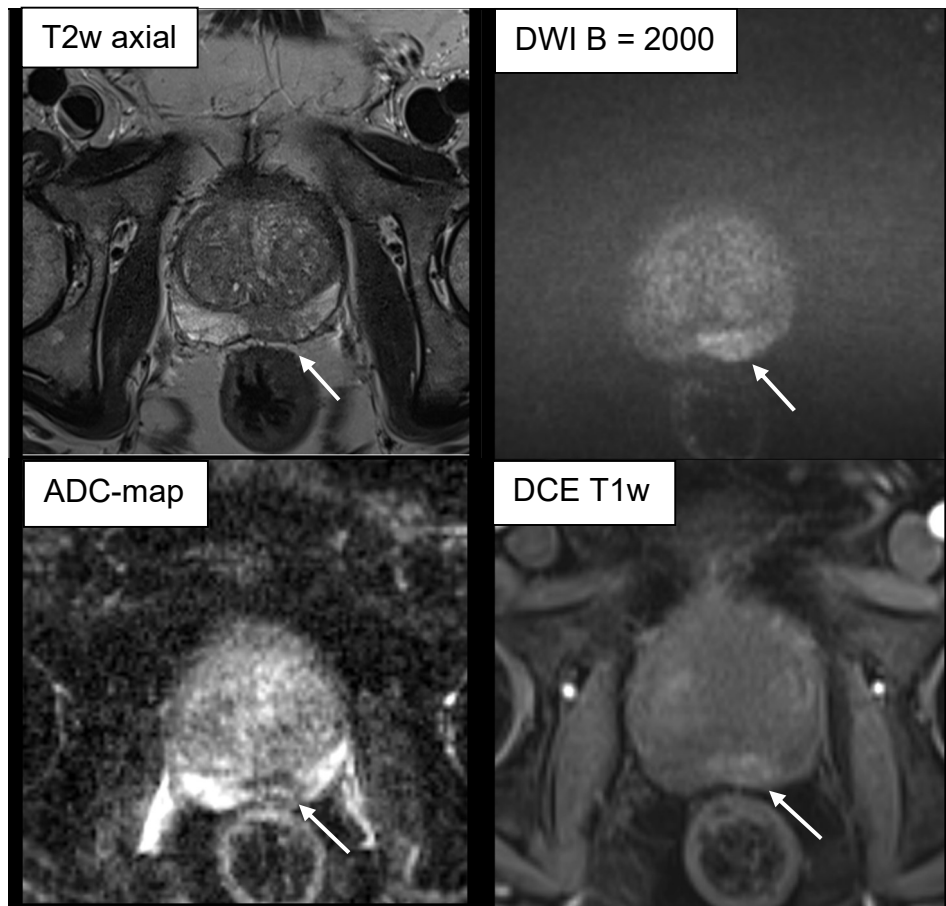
PI-RADS 4 Läsion (weißer Pfeil) in der T2w und DWI-Sequenz, sowie positives KM-Enhancement in der DCE-Sequenz
